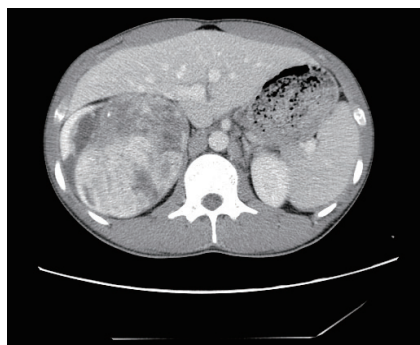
肾黏液性小管状和梭形细胞癌 CT 增强扫描
